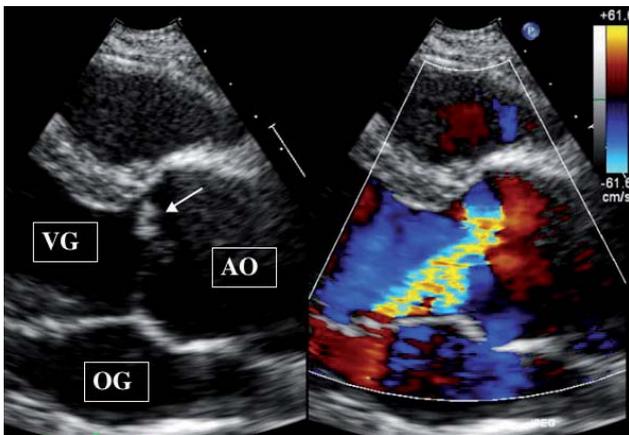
Coupe parasternale grand axe en échographie transthoracique mettant en évidence une insuffisance aortique excentrée par prolapsus de la sigmoïde antéro-droite (flèche). AO : aorte ; OG : oreillette gauche ; VG : ventricule gauche.
